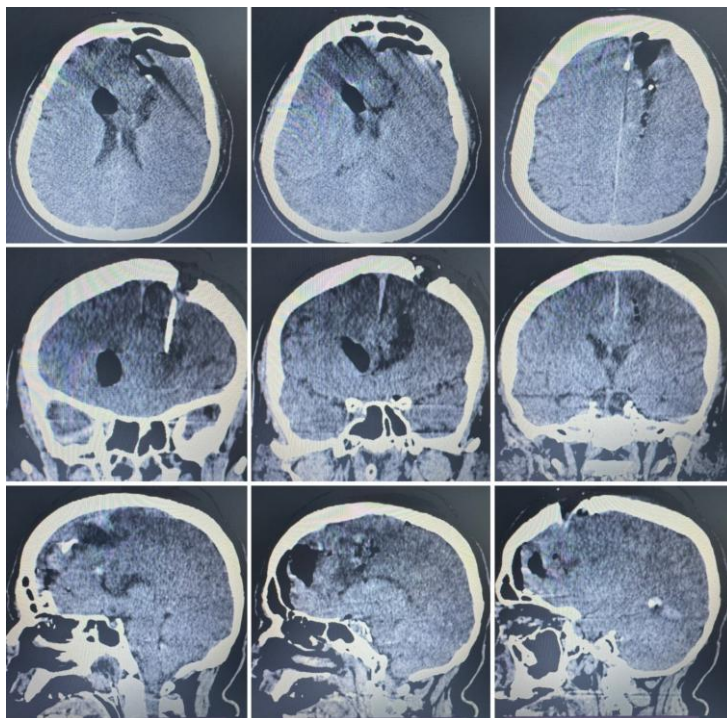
Компьютерная томография головы, 1 сутки после аспирационного удаления внутримозговой гематомы
